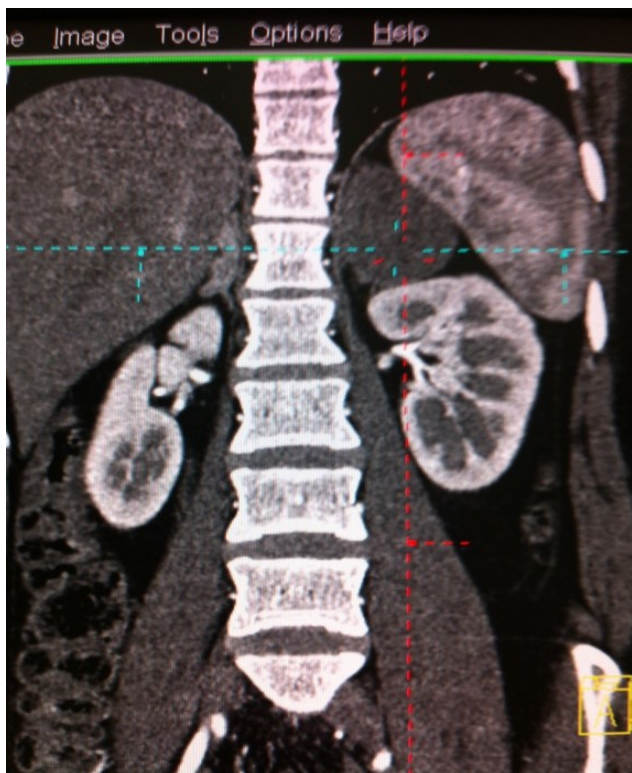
КТ-картина больших размеров образования левого надпочечника
